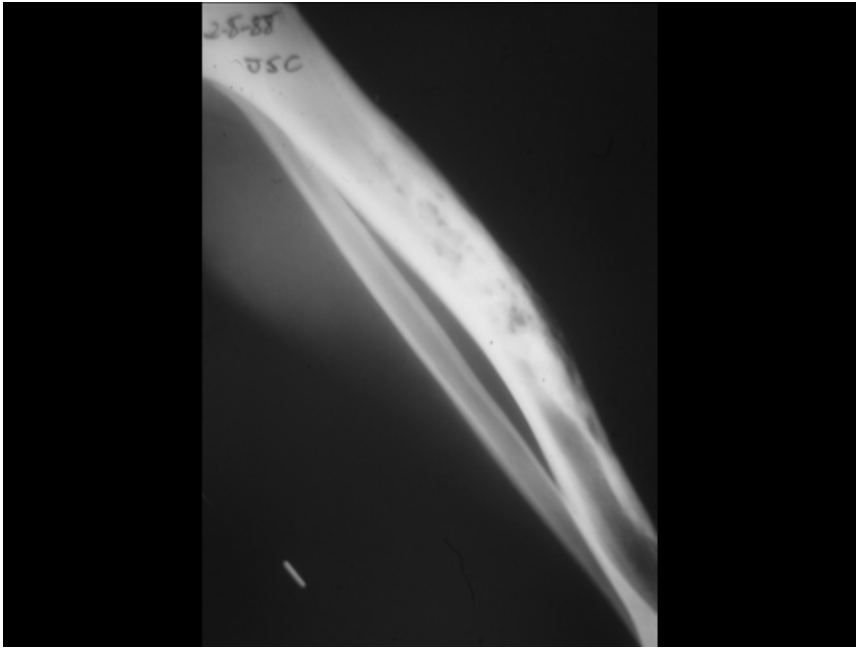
Radiografía de displasia osteofibrosa tibial. Extensa lesión de tipo mixto, lítica y en mayor medida esclerosa, que afecta a la región anterior del tercio medio de la diáfisis tibial.
